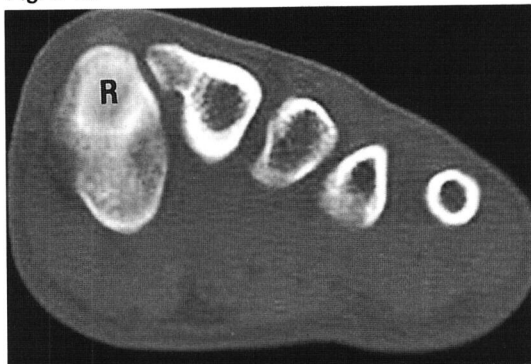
A-B. CT shows both os intermetatarsale connected with the second metatarsal base.
